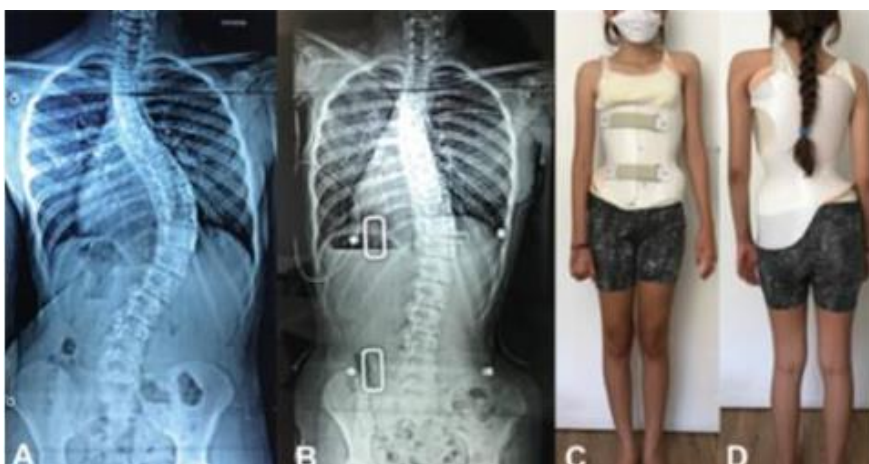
Radiografia pré-colete.
